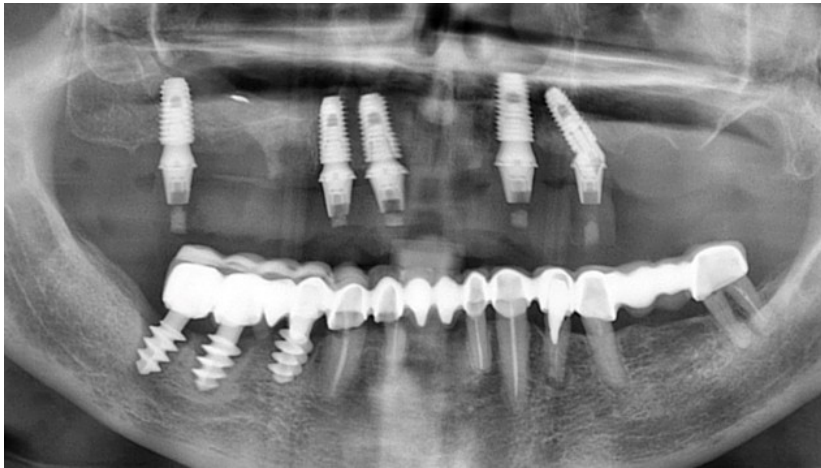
Рентгенографический контроль в день операции
